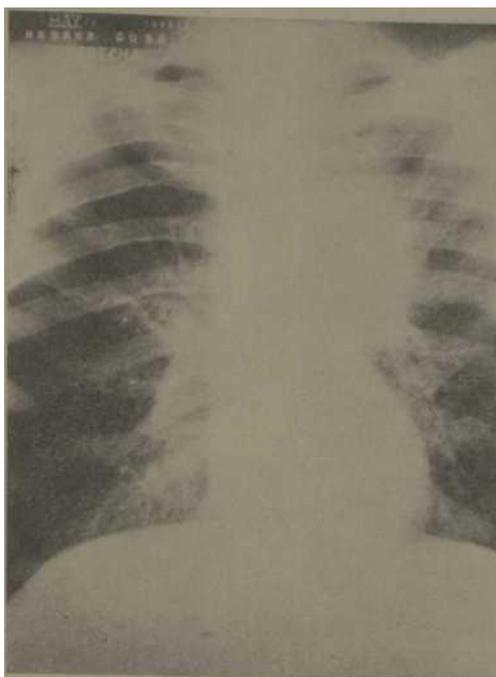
Radiografía de tórax del paciente No. 1, donde se observa un tumor en la región hilar izquierda.
